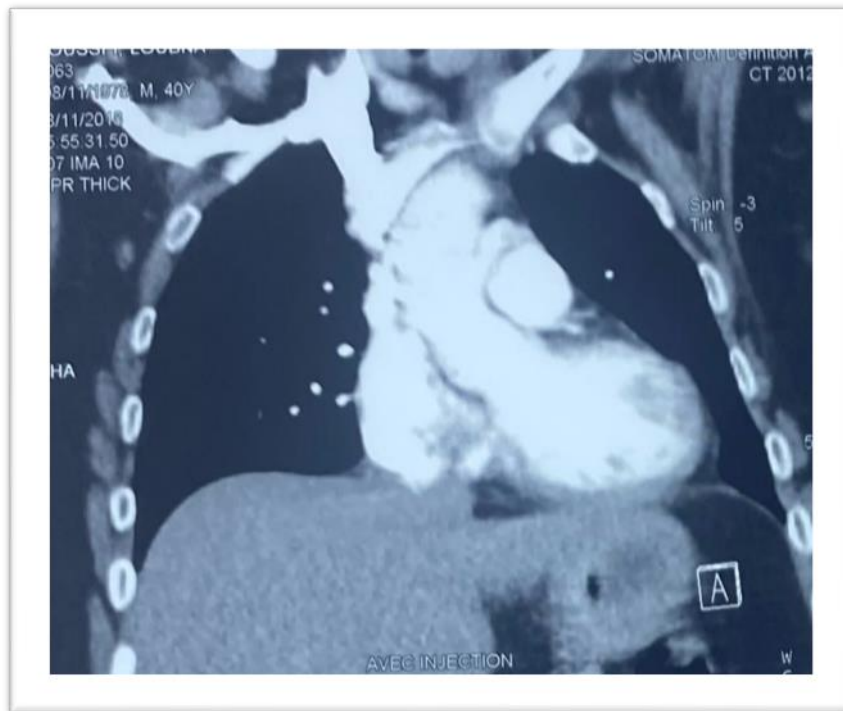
TDM thoracique en coupe coronale montrant la présence de multiples adénopathies médiastinales intéressant les chaînes 3A ; 2L ; 2R ; 6 ; 4R ; 5 ; 10L ; 7 dont la plus volumineuse siège au niveau de la chaîne 10L mesurant 12 mm de petit axe.
